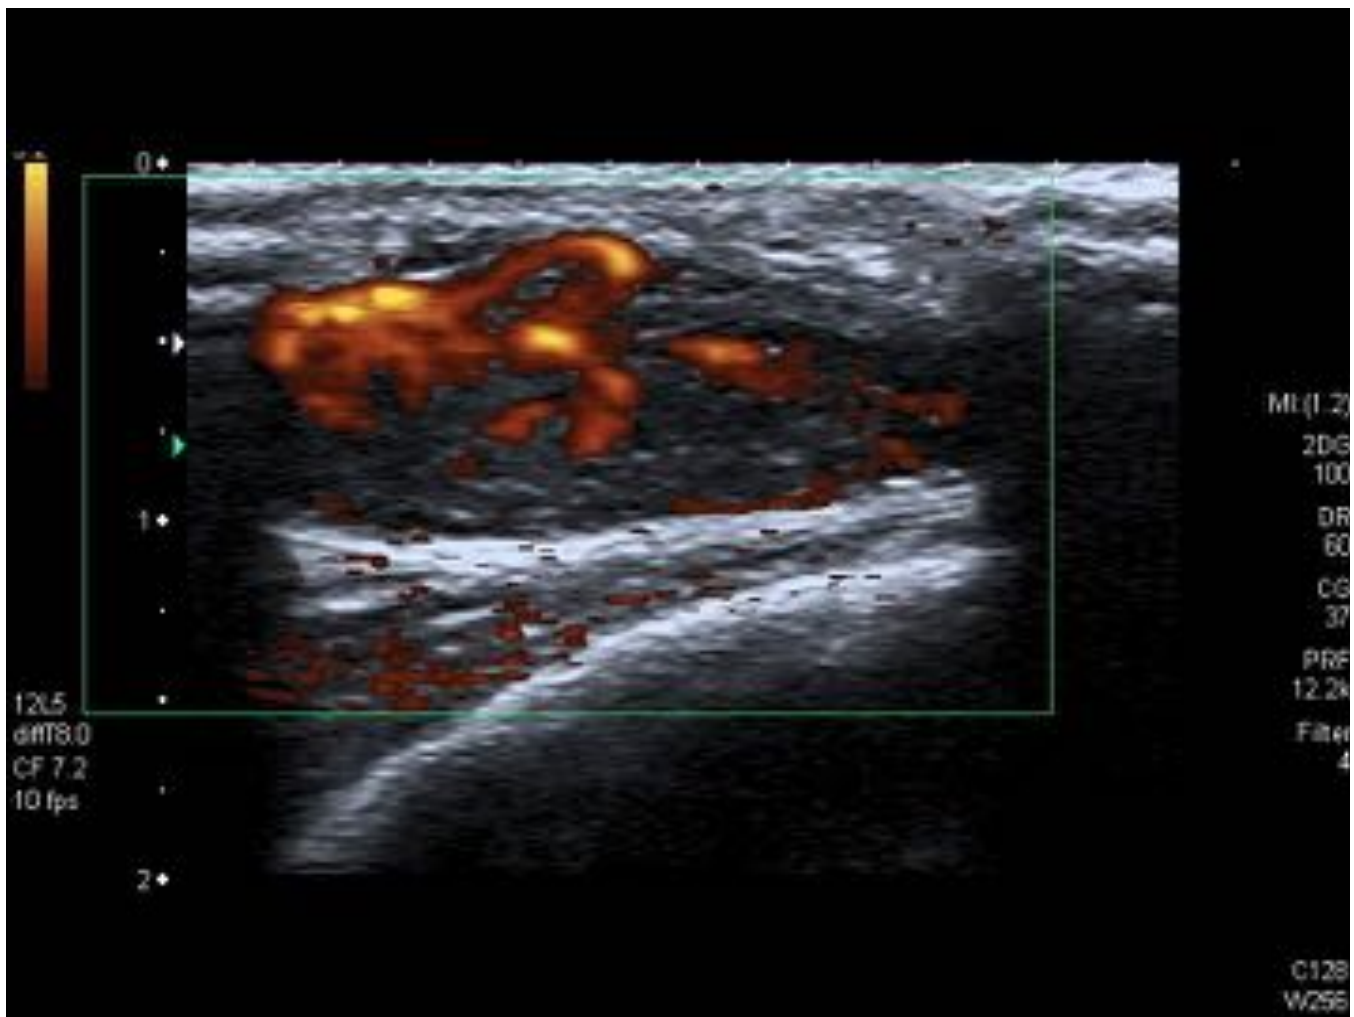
Ecografía Doppler power: muestra marcada señal doppler en su interior y onda arterial, visualizando un vaso de gran calibre y aspecto aberrante que origina múltiples vasos de aporte a la lesión: pedículo vascular.
